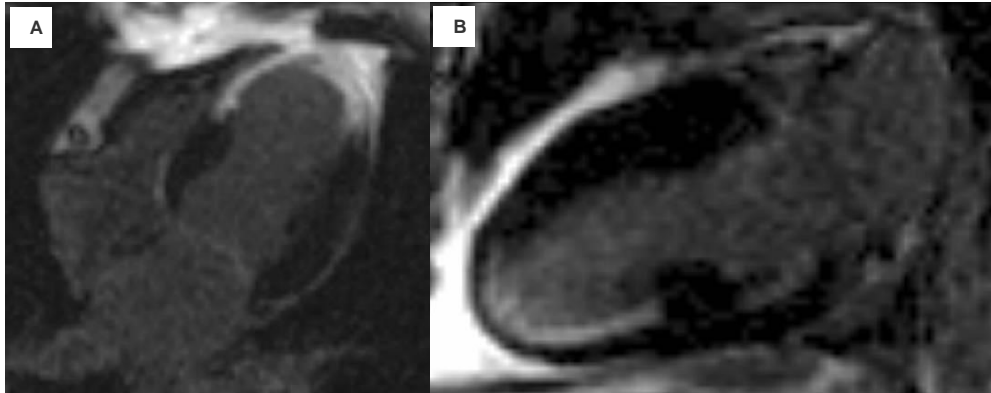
IRM cardiaca con la técnica de reforzamiento tardío en la que se muestra la extensión de un infarto inferior desde la base al ápex.
